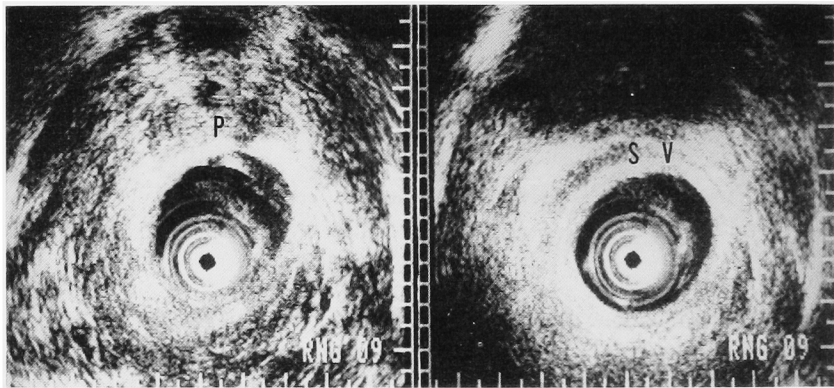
Transrectal ultrasonography shows normal prostate (P) and seminal vesicles (SV).
